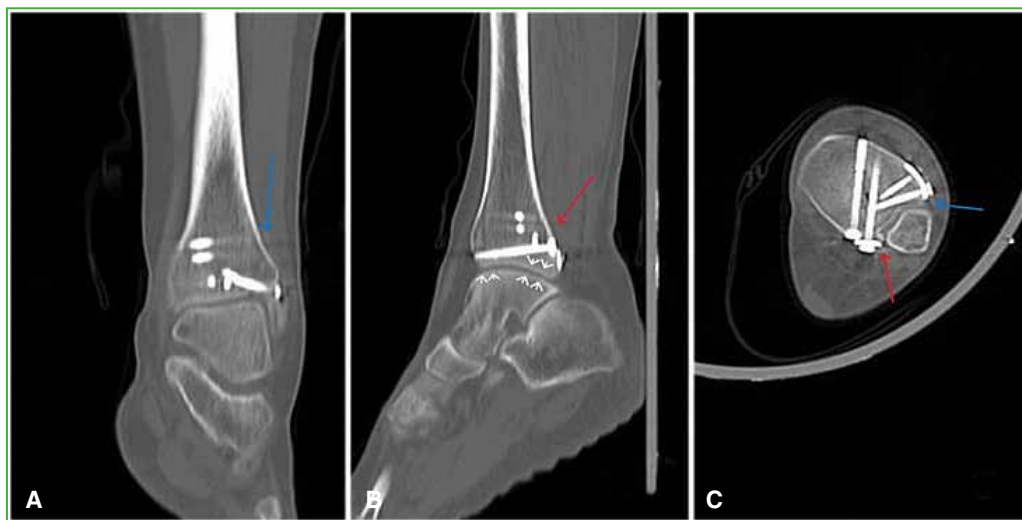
Tomografía computarizada de tobillo, a los 12 meses. A. Fractura de Tillaux-Chaput con unión completa (flecha azul). B. Fractura de Volkmann con consolidación adecuada (flecha roja). Disminución leve del espacio articular tibio-astragalino (cabezas de flecha blancas). C. Reducción concéntrica del peroné en la incisura peronea. Fractura de Tillaux-Chaput (flecha azul) y fractura de Volkmann (flecha roja), con fijación interna estable.
